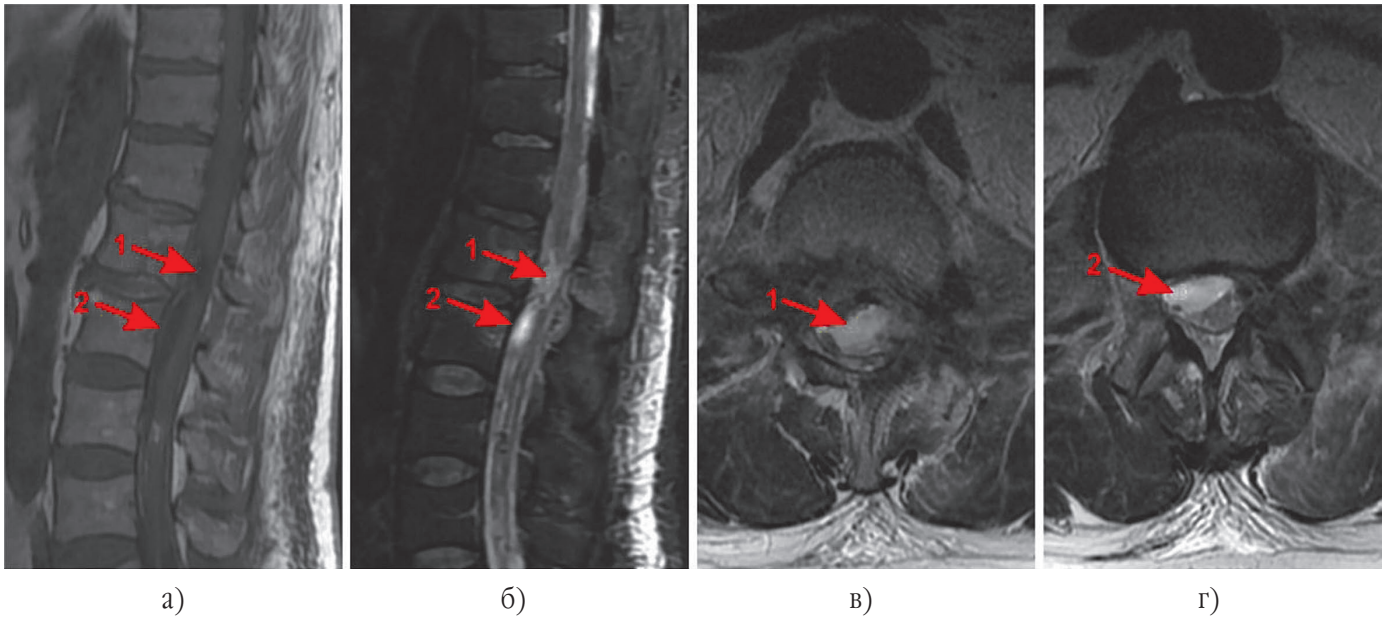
Пацієнт Ю. МРТ через 28 днів після травми. Сагітальні зрізи Т1-33 (А) і Т2-33 (Б). Аксиальні зрізи Т2-33 на рівні середньої третини тіла хребців L1 (В) та L2 (Г). Стрілками позначено субдуральну гематому (1) й арахноїдальну кісту (2)
